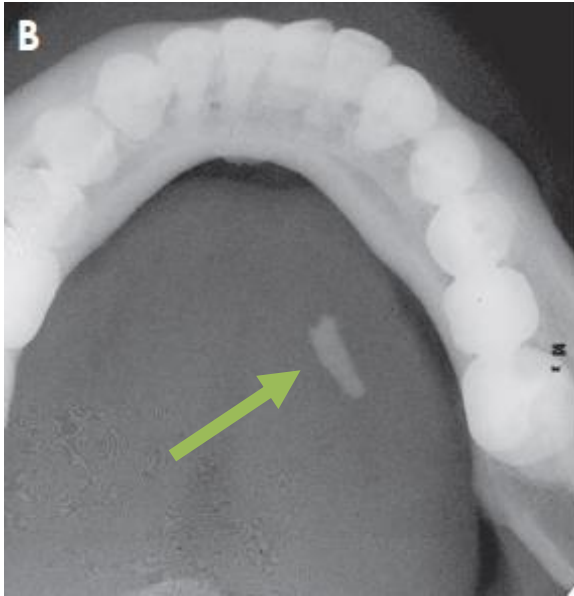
Radiografía oclusal de sialolitiasis submandibular.
